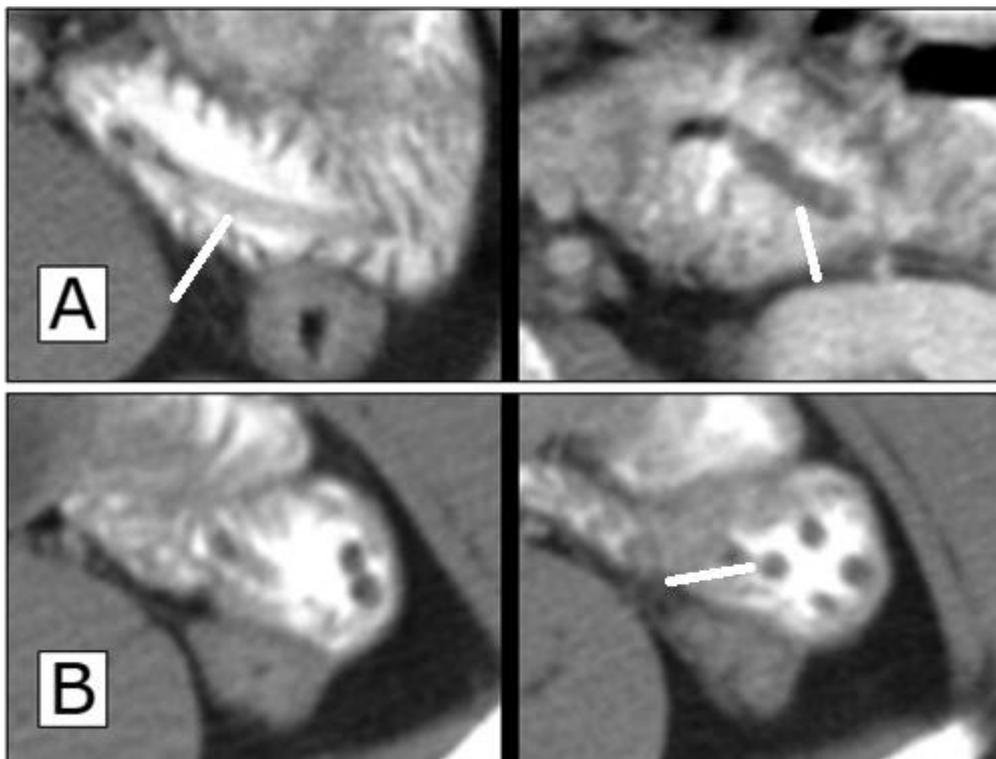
Imágenes magnificadas de tomografía de abdomen (cortes axiales – contraste oral)
